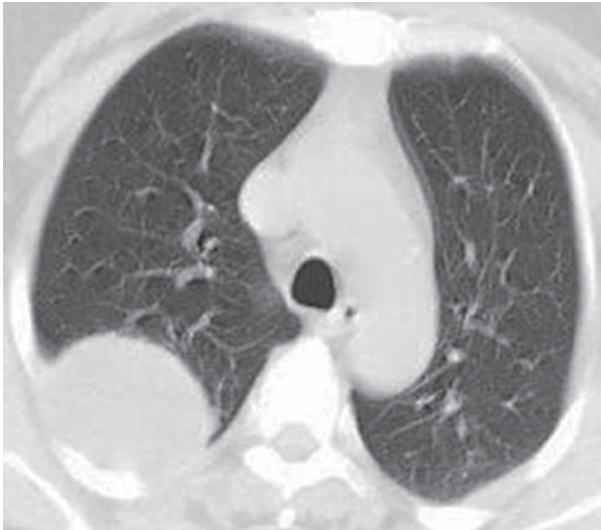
Tomografia de tórax (janela de pulmão) evidenciando a massa pulmonar no lobo superior direito.
